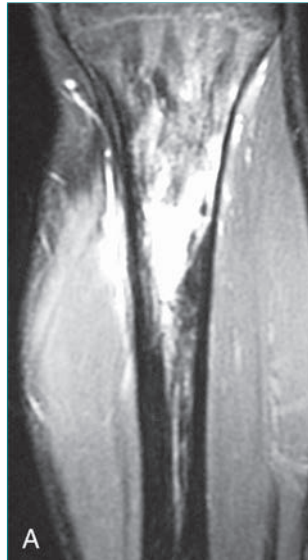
Fractura por sobrecarga de la tibia. A, Imagen de RM coronal ponderada en T2 que muestra alta intensidad de la señal en la cavidad medular y en la superficie perióstica. B, Imagen de RM axial ponderada en T2 que muestra el aumento de la densidad de la señal en la médula y en la superficie cortical posterointerna de la tibia.
